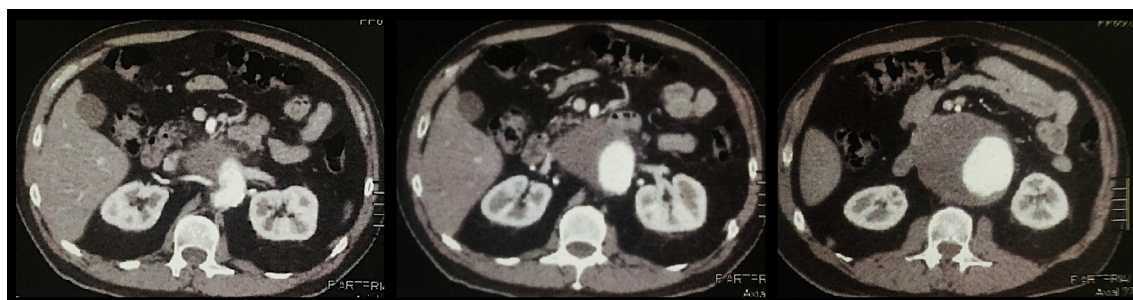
Axial angiotomography of the abdomen and pelvis with venous contrast showing a large volume juxtarenal aortic aneurysm.
